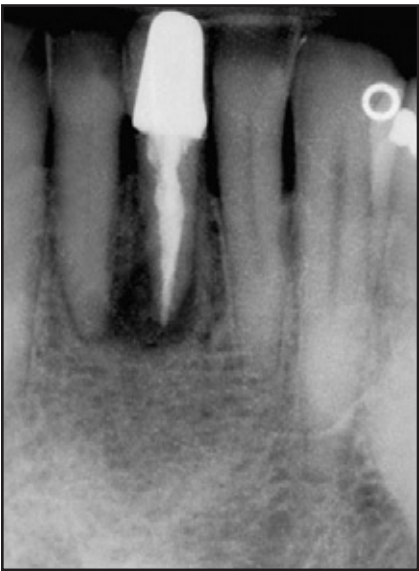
Initiale Röntgenaufnahme eines Defekts am unteren linken zentralen Schneidezahn. Der Bereich zeigte den vollständigen Verlust des fazialen Knochens und das Implantat wurde mithilfe eines Knochentransplantats und einer resorbierbaren Barrieremembran inseriert.
